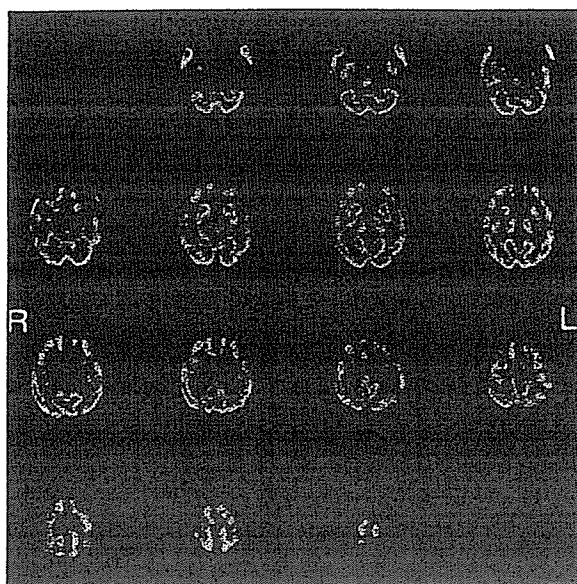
症例4の画像所見：Tc-99m HMPAO-SPECT
